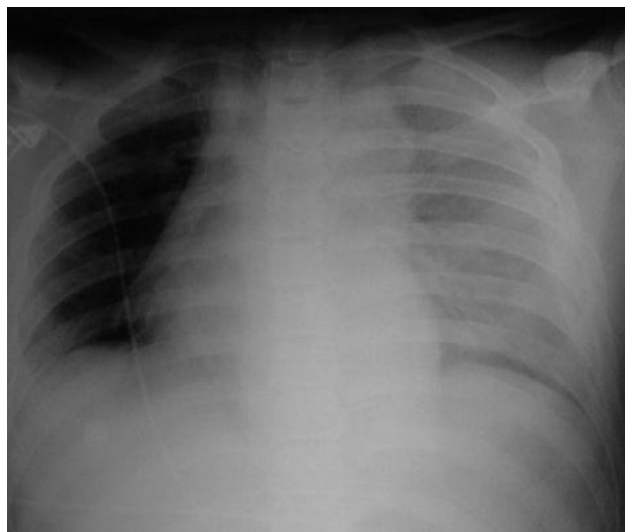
Radiographie du thorax face :
